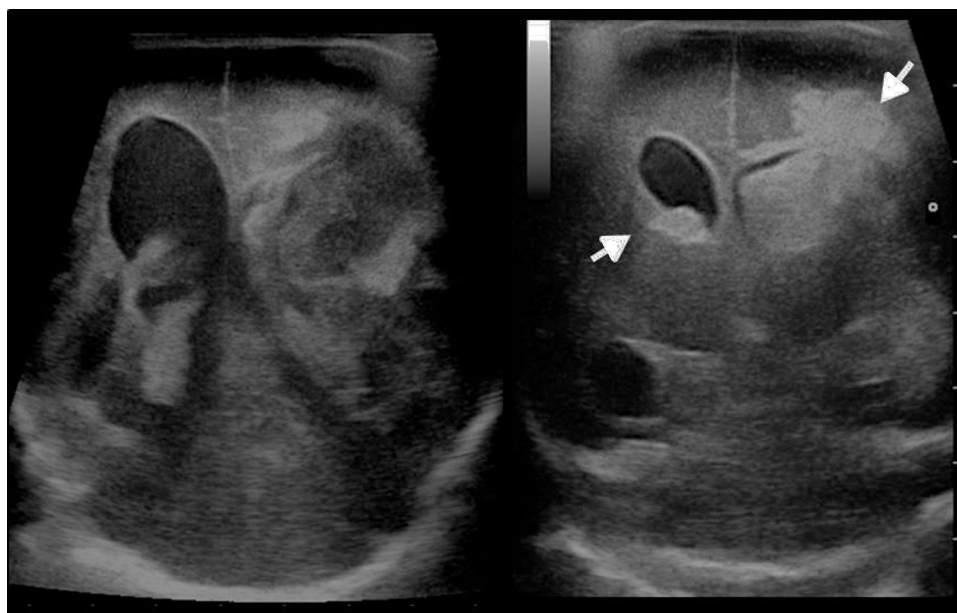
Ecografía transfontanelar de un recién nacido muestra una hemorragia grado iv con sangrado intraventricular y parenquimatoso (flechas).
